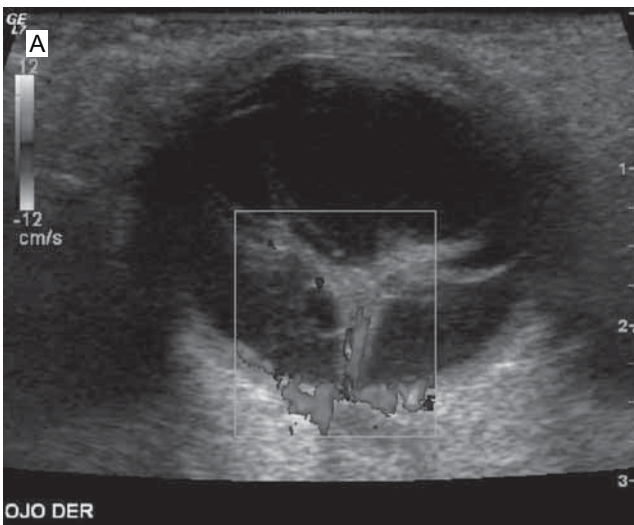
Ultrasonido orbitario: paciente con desprendimiento del cuerpo vítreo. Se identifica eco de membrana en la porción posterior del cuerpo vítreo.
